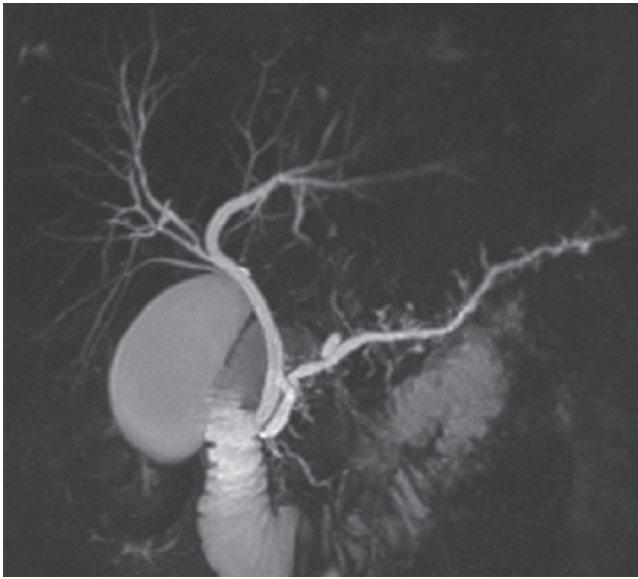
Imagen por resonancia magnética con reforzamiento T2 coronal con evidencia de pancreatitis crónica: dilatación del conducto pancreático y deformación en mazo de los conductos colaterales. (Reproducida con autorización de Mellena Bridges, MD, Mayo Clinic Jacksonville, Department of Radiology.)
